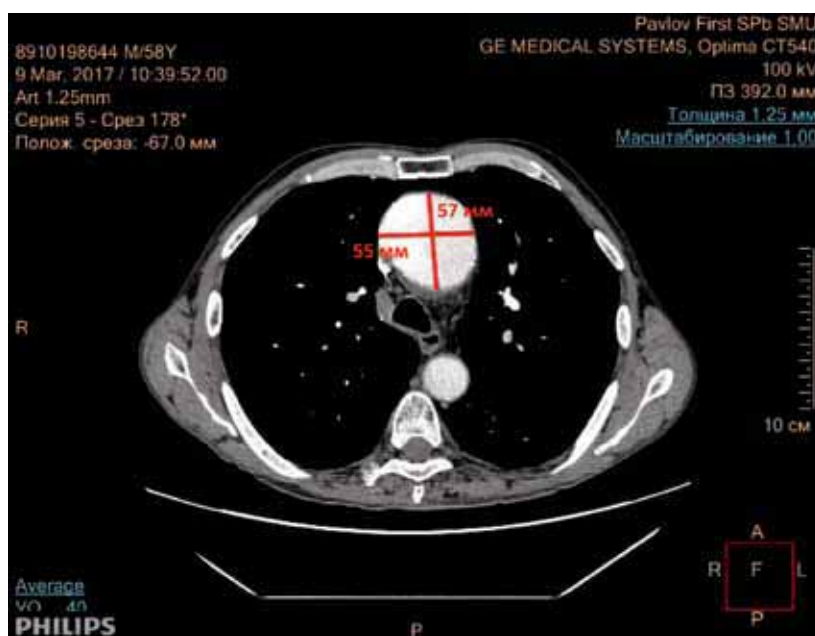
МСКТ органов грудной клетки (аксиальная проекция). Аневризма дуги аорты (57×55 мм)
